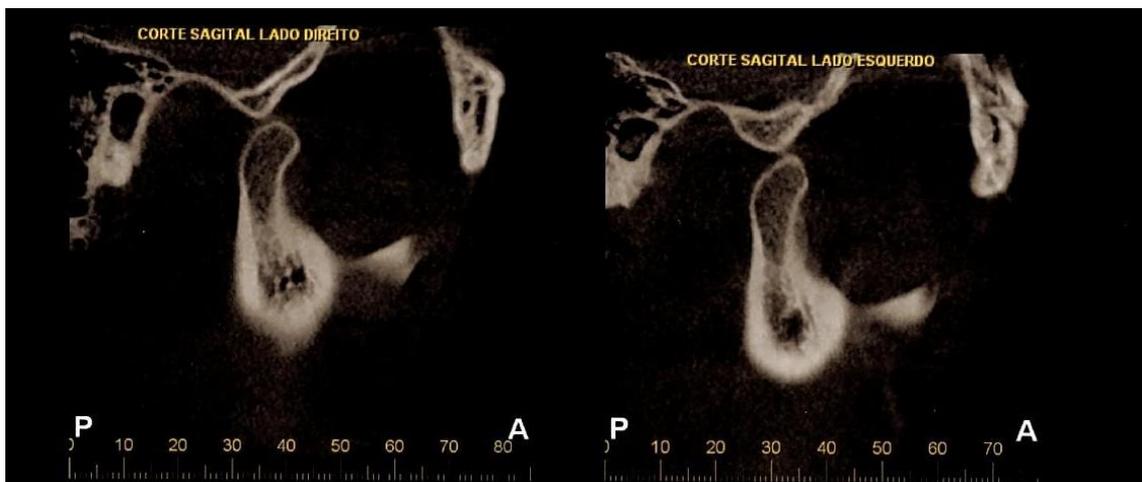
Tomografia com dispositivo instalado, limitação de abertura em 34mm, sem luxação. Data: 22/05/2017.
